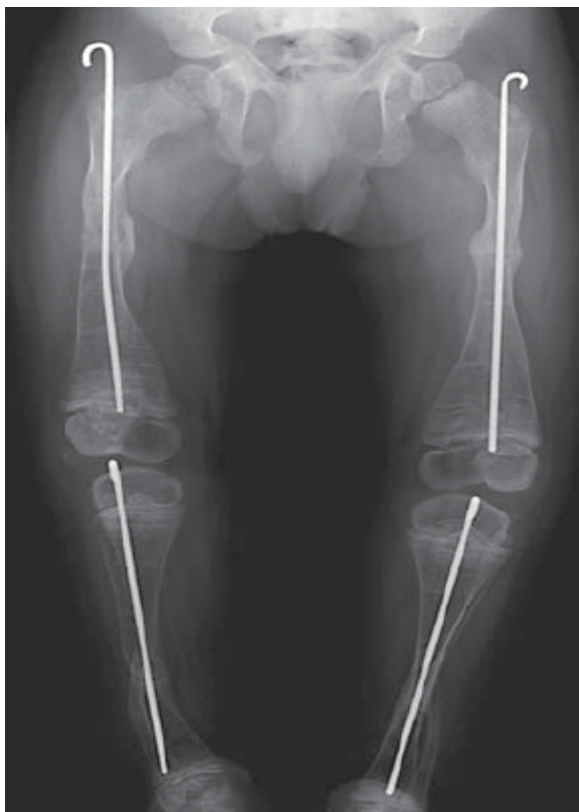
Radiografia de hastas intramedulares.
